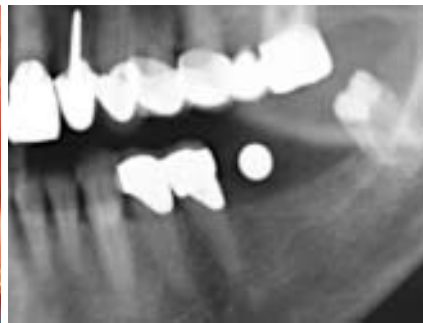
Ausgangsröntgenbild
